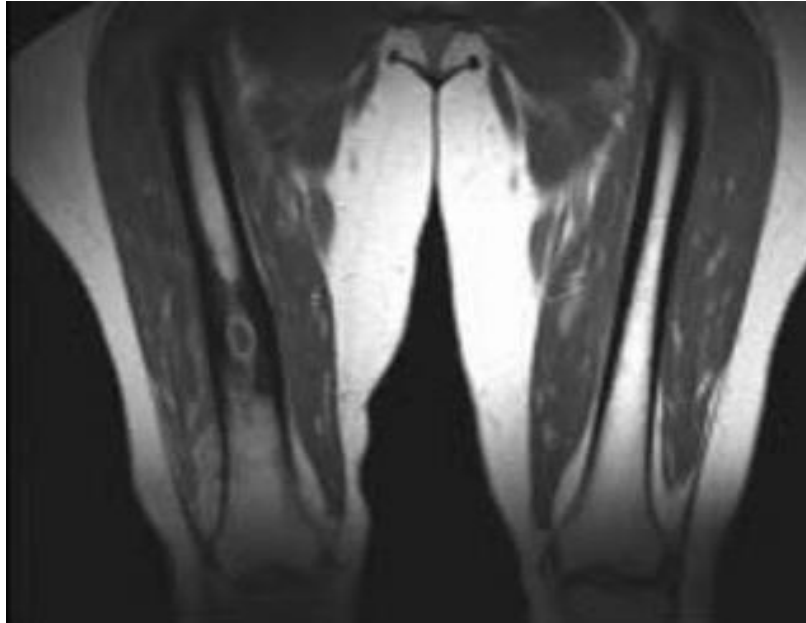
cliché d'IRM d'une OMC a S.aureus du fémur montrant des images en hypo signal T1 intra osseux avec pris de Gadolinium en périphérie .L'abcès parait cerclé.[41]
